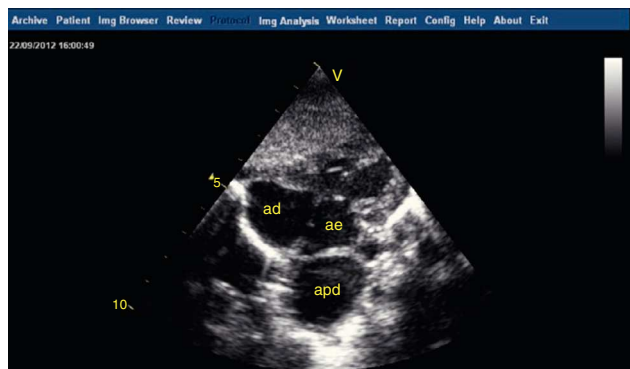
Ecocardiografia transtorácica, plano subcostal quatro câmaras: dilatação aneurismática do ramo direito da artéria pulmonar (apd) que comprime a aurícula esquerda (ae).
